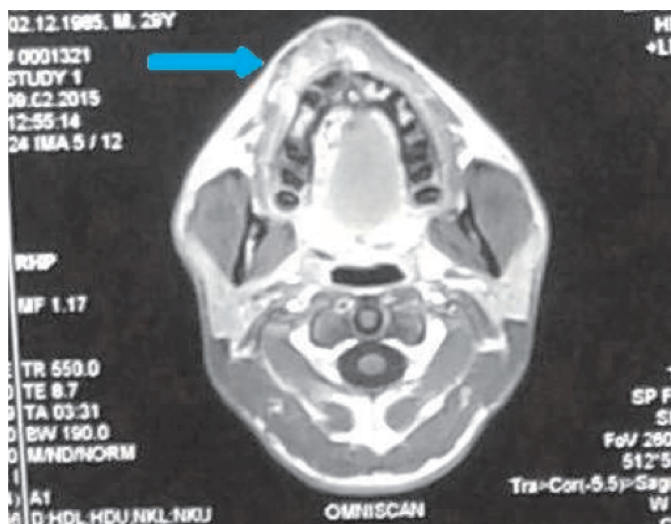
CT-angiografie. Săgeata indică localizarea malformației arteriovenoase.
